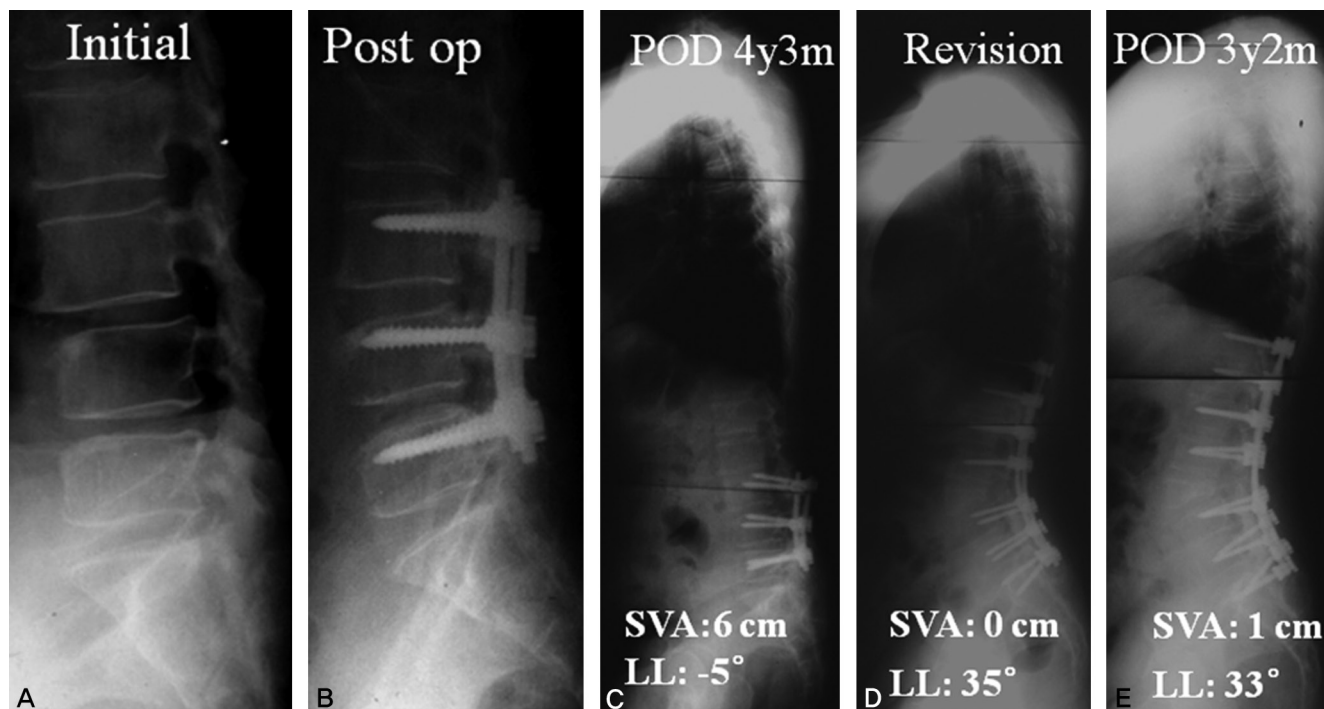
A 65-year-old woman suffered from stenosis L3-4-5 and spondylolisthesis L3 on L4 (A) was treated with posterior decompression and posterior instrumentation from L3 to L5 (B). Several years later the patient suffered from pain due to junctional stenosis at L3-4, loosening of the most proximal screws and iatrogenic flat back (C). We treated with implant removal, pedicle subtraction osteotomy(PSO) at L3 vertebral body and posterolateral fusion from T11 to S1 (D). The figure (E) shows follow-up radiograph after several years.
